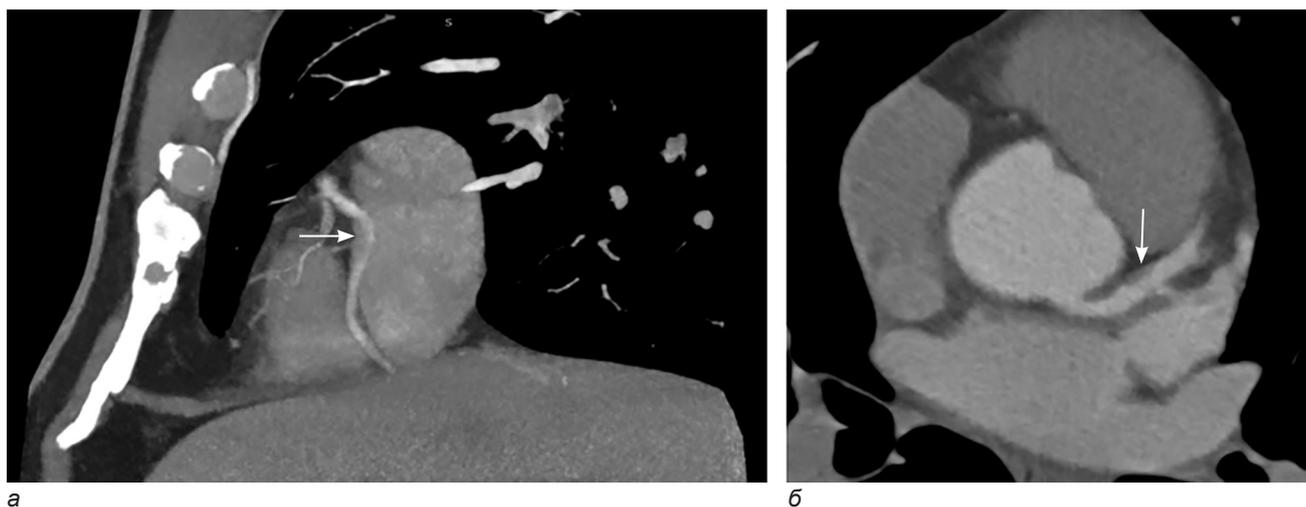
Компьютерно-томографическая коронароангиография:
